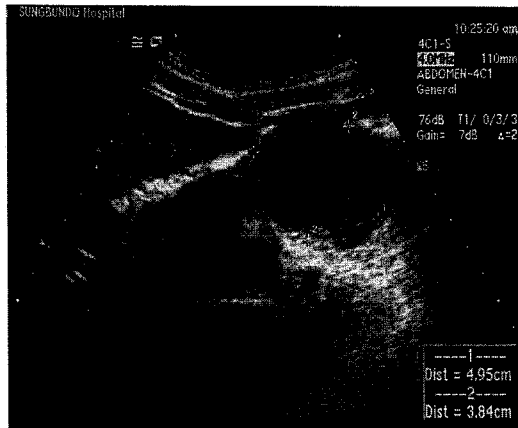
Abdominal ultrasonography finding. A round exophytic and heterogenous hyperechoic mass in the pancreatic body can be seen, which is measured by 4.75×3.84 cm.
